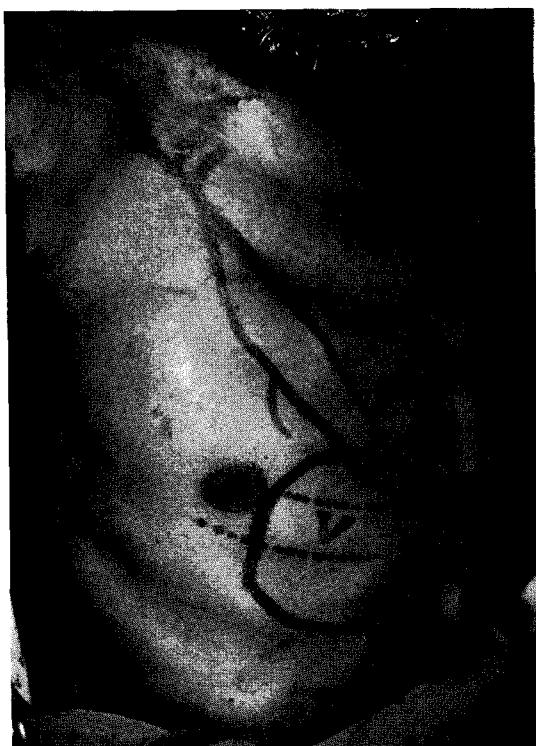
Case 1 : (Left, upper) Intraoral view preoperatively, (Right, upper) Design of flap, (Left, lower) Intraoral view postoperatively, (Right, lower) TC-99m bone scan postoperatively.
